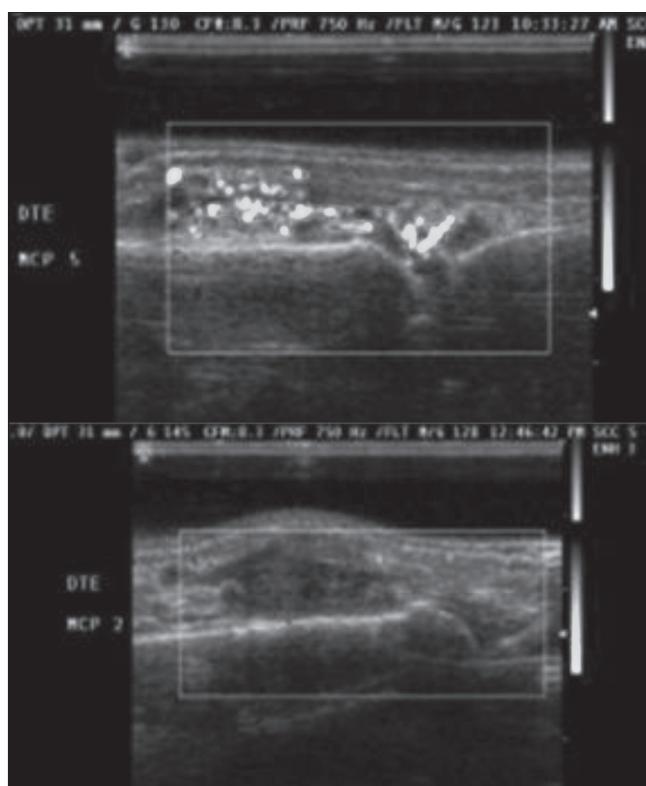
Power Doppler aktivnost unutar MCP zglobova:
